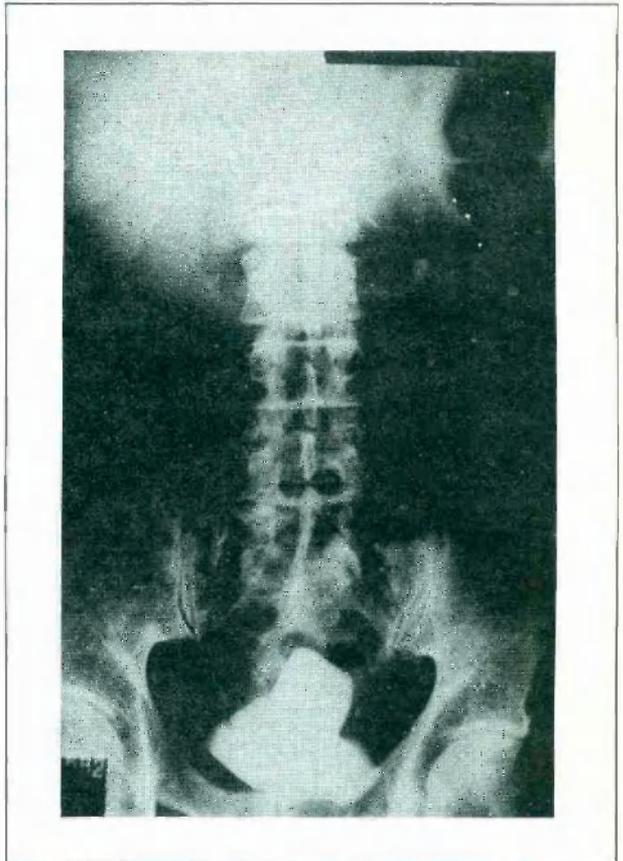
Radiografía simple, caso nº 1.
